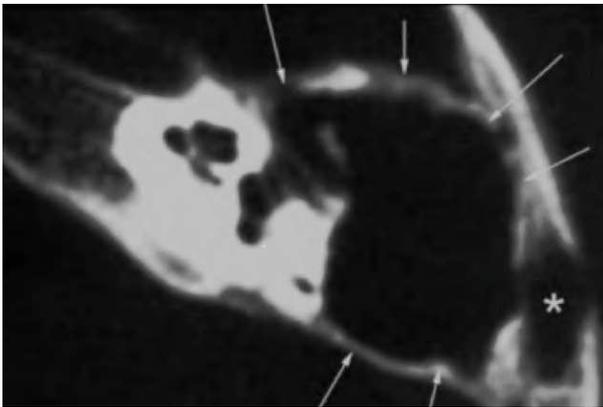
Tomografía computarizada de un gran colesteatoma de la mastoide. Las flechas delimitan las áreas de destrucción y el asterisco muestra una brecha en la corteza de la mastoide por infección con absceso subperióstico.
